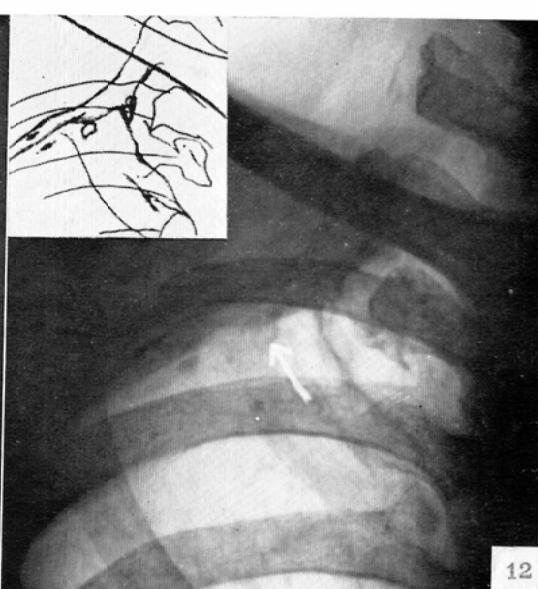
Female, 32. Chest roentgenogram of a patient after thoracoplasty for pulmonary tuberculosis of the right superior lobe. There is a well defined cystic area having a maximum diameter of 4 mm adjacent to the inferior margin of the regenerated third rib.
